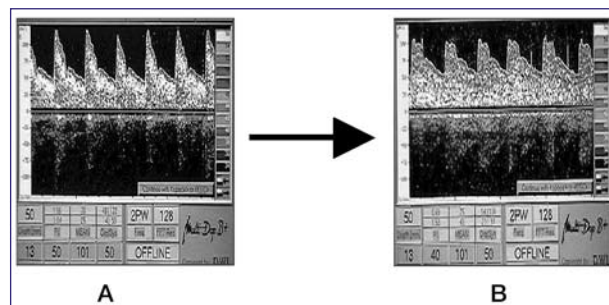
Cambios observados en la morfología de la onda doppler antes (A) y después (B) de la extracción de LCR.
